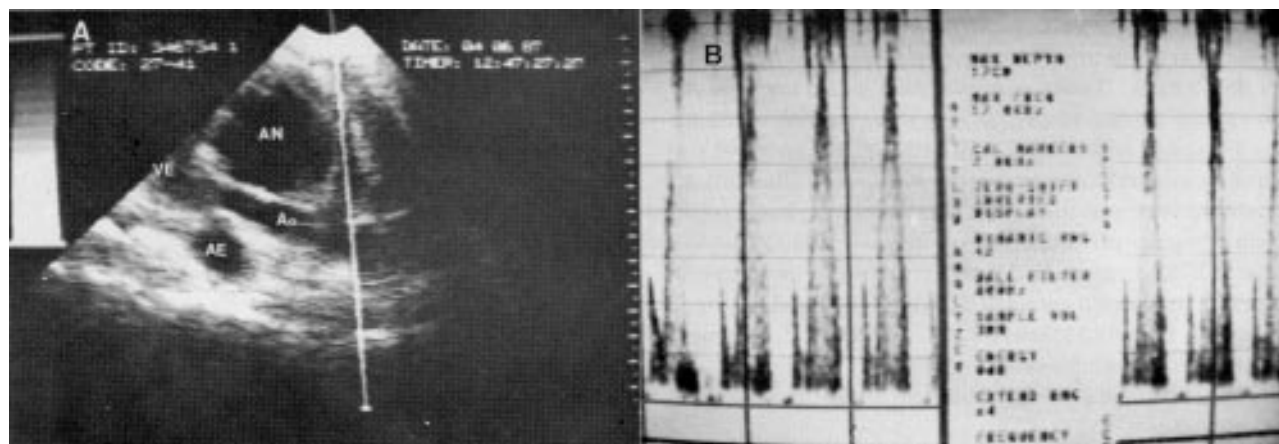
A) Mesma posição da figura 3B com amostra volume do doppler (modo pulsátil com PRF acionado) ao nível do estreitamento infundibular. B) Tracado do fluxo na via de saída do ventrículo direito cuja velocidade é de 3,8 m/s e corresponde a um gradiente sistólico, no local, de aproximadamente 57 mmHg. Na — aneurisma do seio de Valsalva; VE — ventrículo esquerdo; AE — átrio esquerdo.
